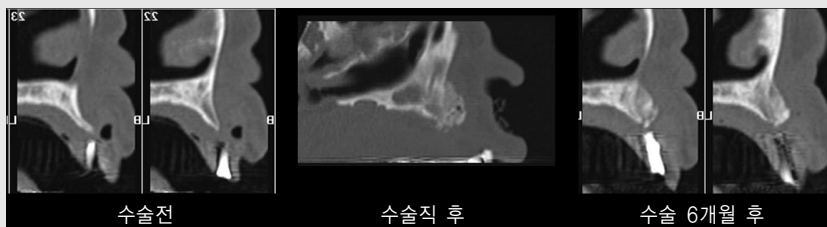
상악 견치 치조골의 폭이 작은 환자의 수술전 CT 이미지와 rhBMP-2와 하이드록시아파타이트(노보시스-덴트, ㈜ 대웅바이오)를 혼합하여 치조골 협측에 이식하고 조직재생유도술(GBR)을 시행한 직후 CT 이미지 및 6개월 후 골재생된 모습을 보이는 CT 이미지. 상악 견치부의 협설측 치조골 두께가 수술 전에 비해 6개월 후에 많이 증가되었음이 관찰된다.
